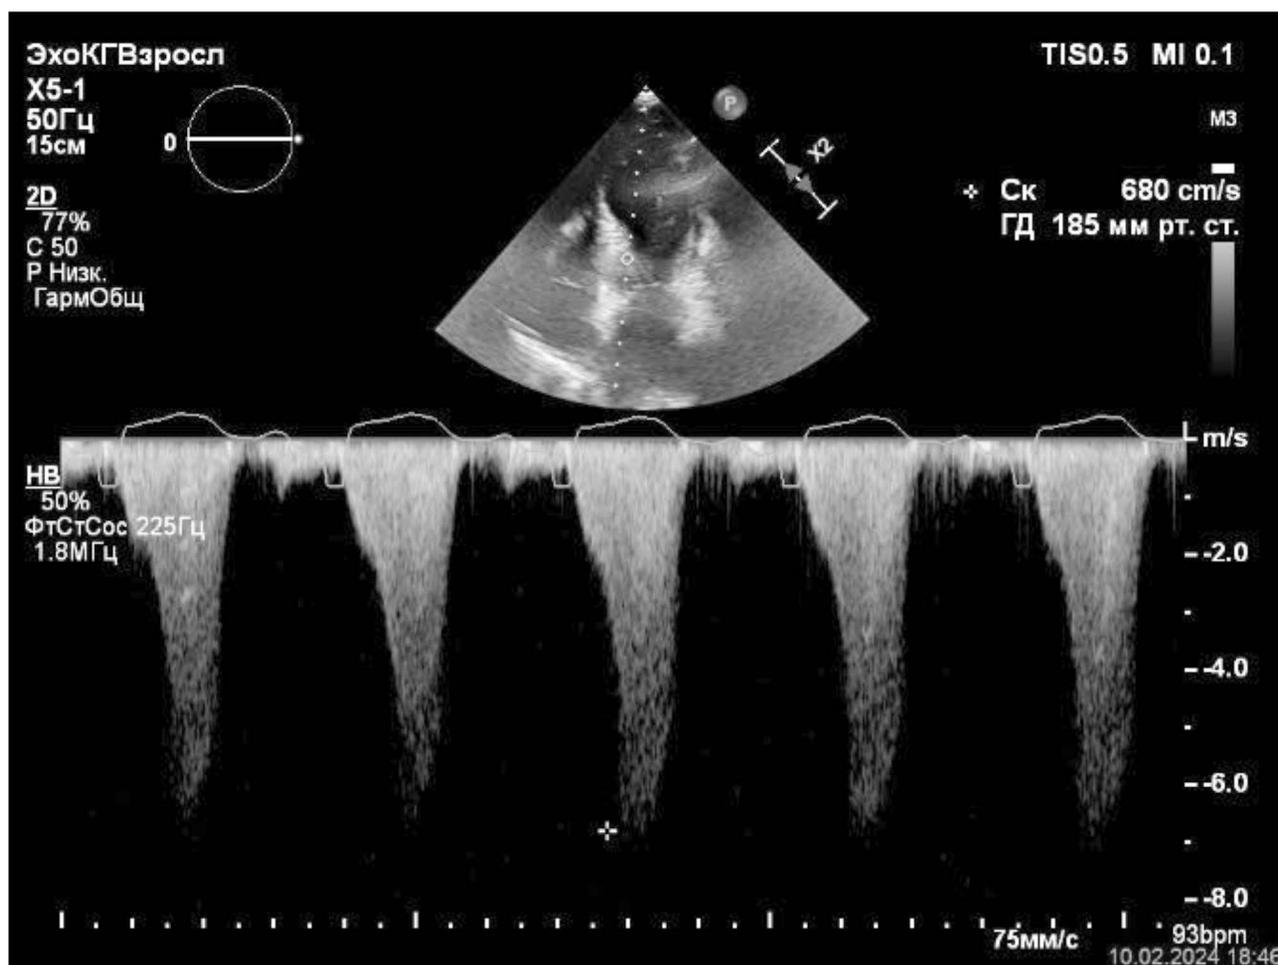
Эхокардиография при поступлении: градиент на выходном тракте левого желудочка.
